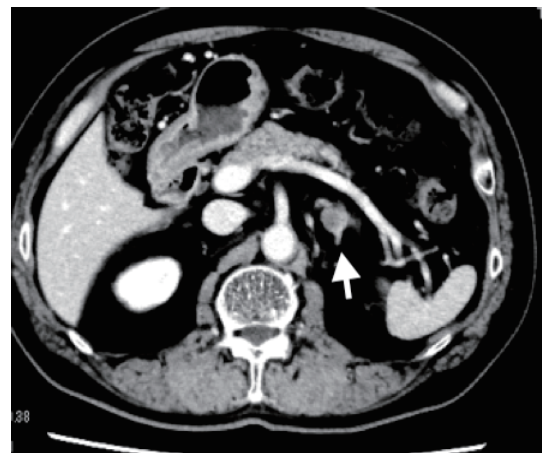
CT showing a 14-mm mass lesion in the left adrenal gland (arrow).
